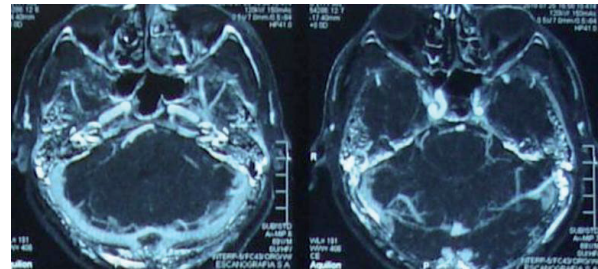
Corte axial en T1 con gadolinio en una angioresonancia magnética cerebral a nivel de la base del cráneo en un paciente masculino de 69 años de edad que se presentó con dolor periorbitario derecho y ptosis ipsilateral. La imagen no revela ninguna lesión compresiva ni alteración vascular como posible causa de la parálisis parcial del nervio oculomotor.
